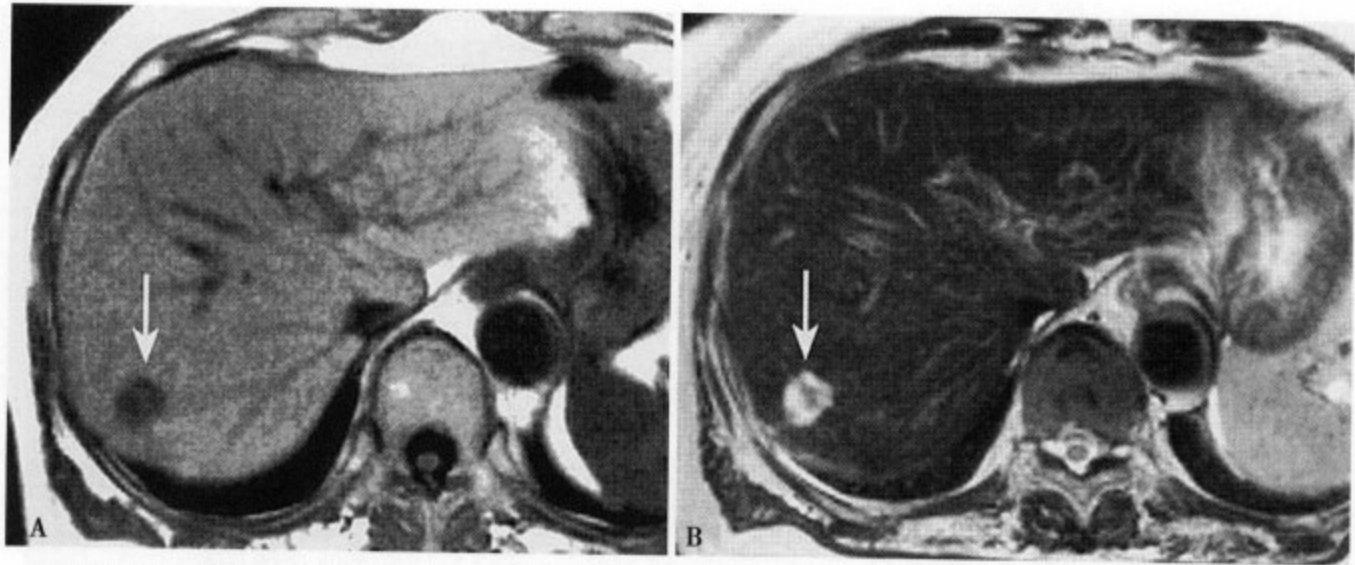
肝右叶硬化性血管瘤 MRI T₁WI (A) 病灶呈低信号, 内部信号不太均匀; T₂WI (B) 病灶呈明显的高信号, 中心不规则形低信号为纤维化和机化的血栓
